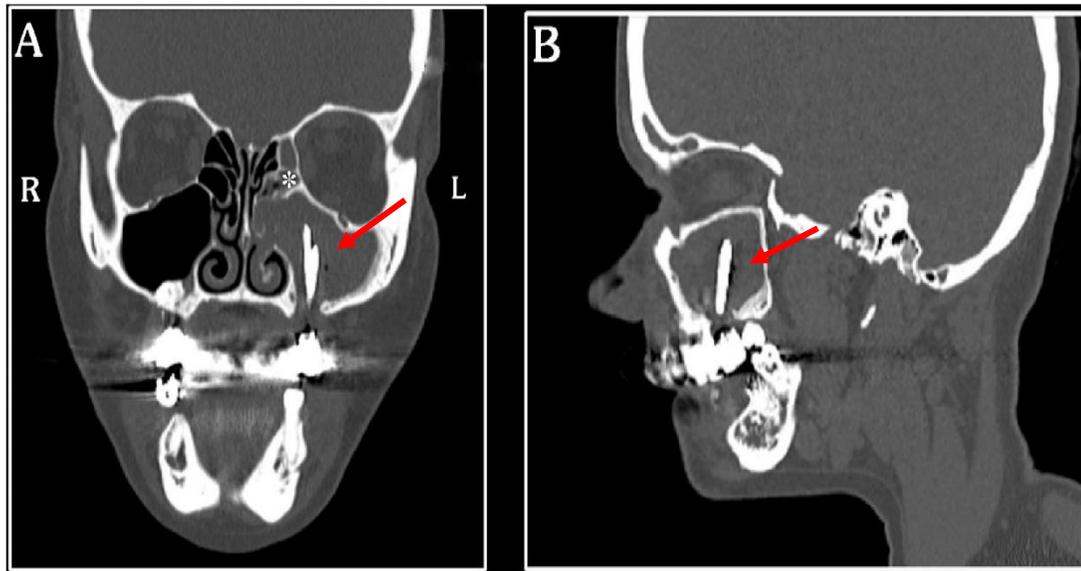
Caso 1: TC A) Vista coronal reconstruida, B) Vista parasagital reconstruida. ³¹
